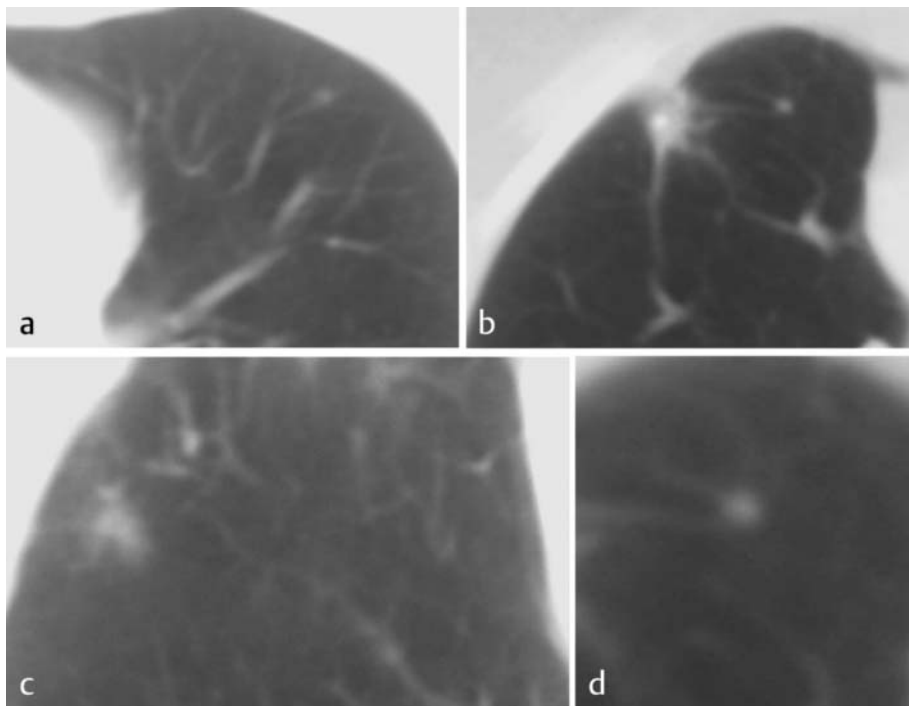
Computertomographie des Thorax mit Nachweis kleinknotiger Herde in beiden Lungenlappen (Patientin 78 Jahre).
